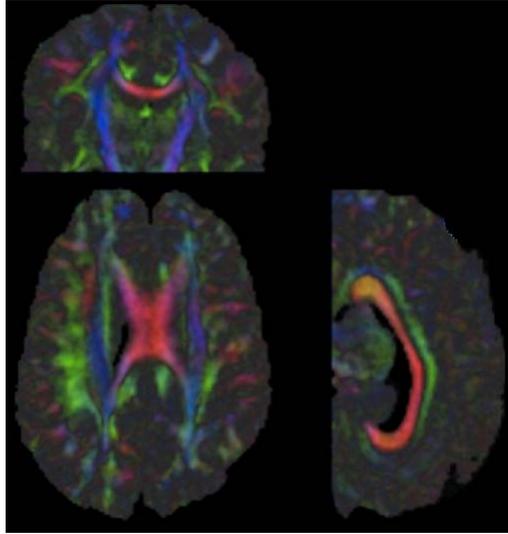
Mapas de color obtenidos mediante imágenes de Tensor de Difusión por Resonancia Magnética (DTI)
